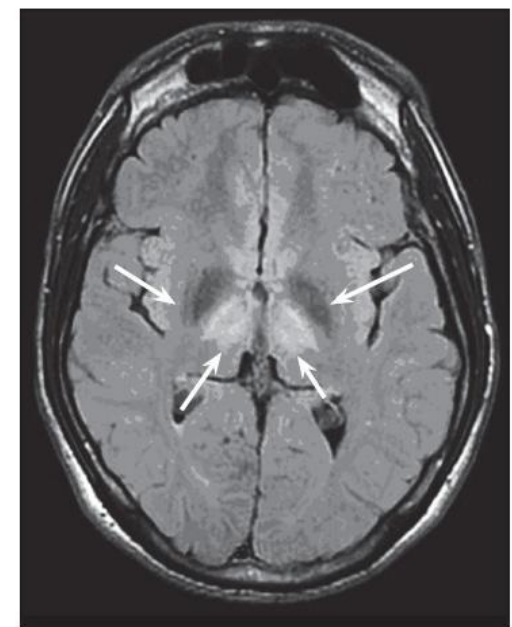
МРТ головного мозга больной Б. с диагнозом «болезнь Вильсона — Коновалова». В симметричных отделах зрительных бугров с двух сторон визуализируются зоны патологического МР-сигнала неправильной формы, с нечеткими, неровными контурами и неоднородной структуры
